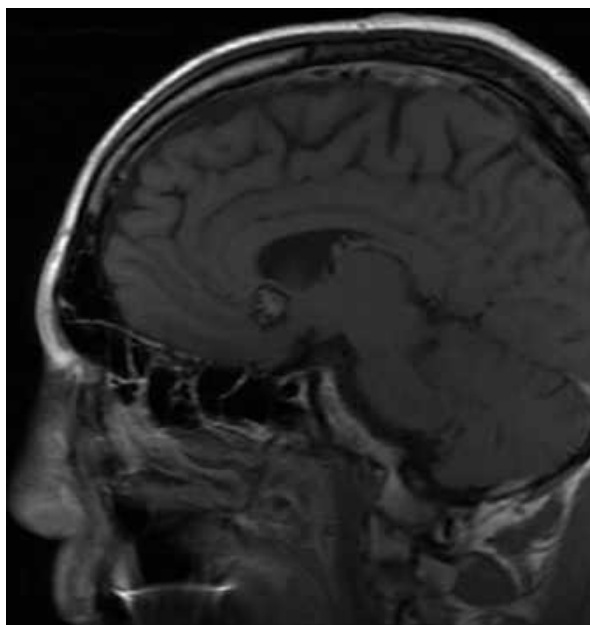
МРТ головного мозку (T1 ЗЗ, аксіальний зріз). Кавернома медіобазальних відділів (спостереження №13, хворий Н-ш, лобової частки (спостереження №13, історія хвороби №500). хворий Н-ш, історія хвороби №500).
